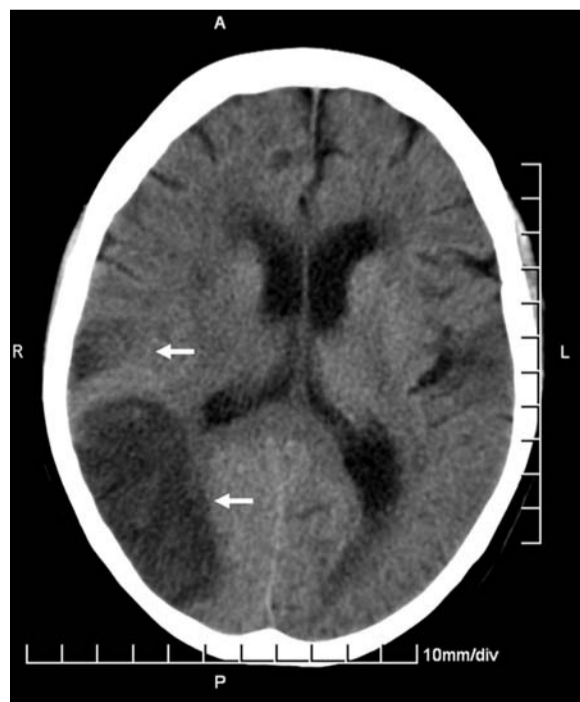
Die Computertomographie des Schädels zeigte wenige Tage nach dem Schlaganfall die Demarkierung zweier ischämischer Areale im Stromgebiet der Arteria cerebri media rechts (Pfeile).
